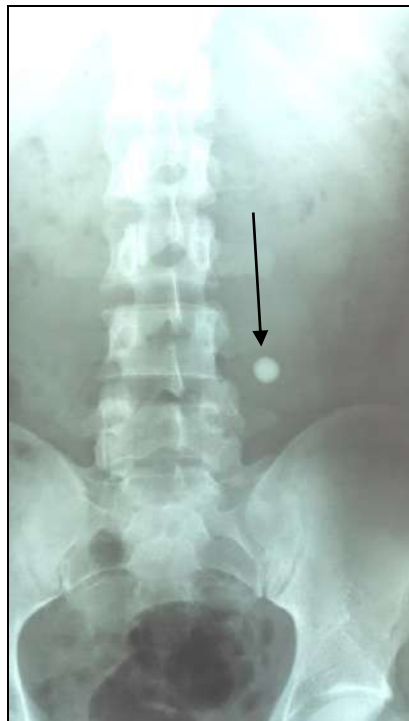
Рентгенография живота в прямой проекции у пострадавшего с проникающим ранением в живот из гражданского огнестрельного оружия типа «Макарыч» калибра 9 мм
